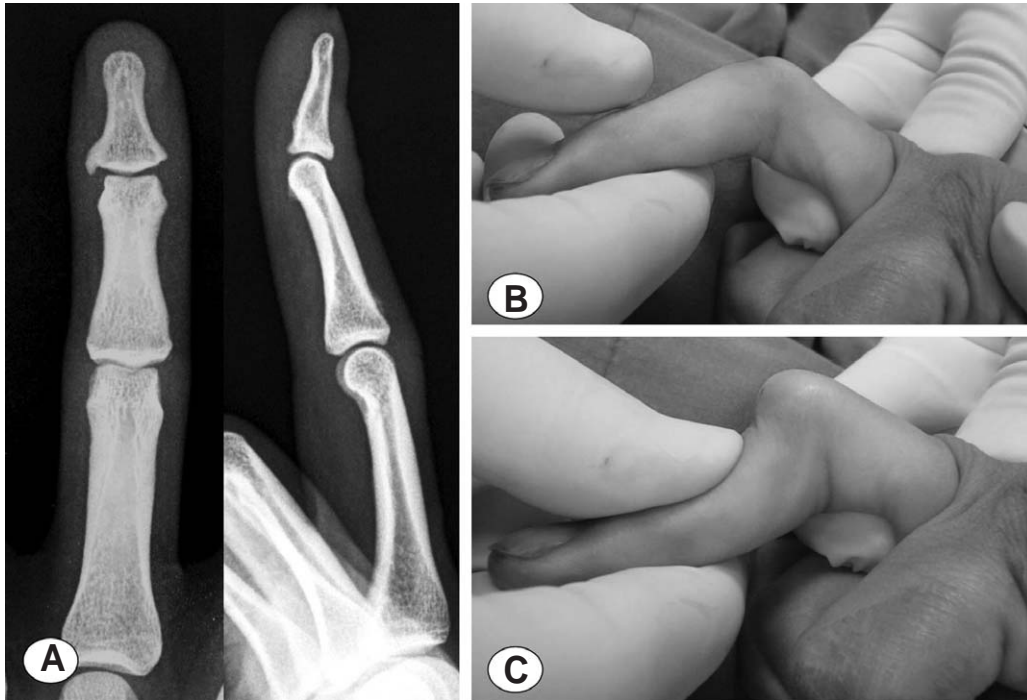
Radiographs after third dislocation. On lateral view, volar dislocation of proximal interphalangeal (PIP) joint was seen. The distal and middle phalanx was seen oblique due to rotational component on true lateral view.
